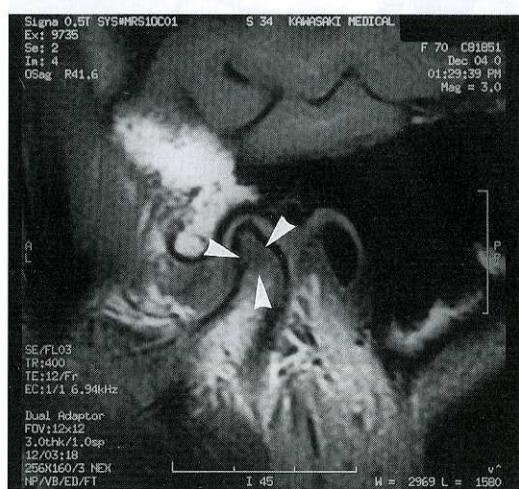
T1-weighted (spin echo, TR : 400, TE : 12) sagittal image demonstrating a low signal area in the right mandibular head (arrows)
